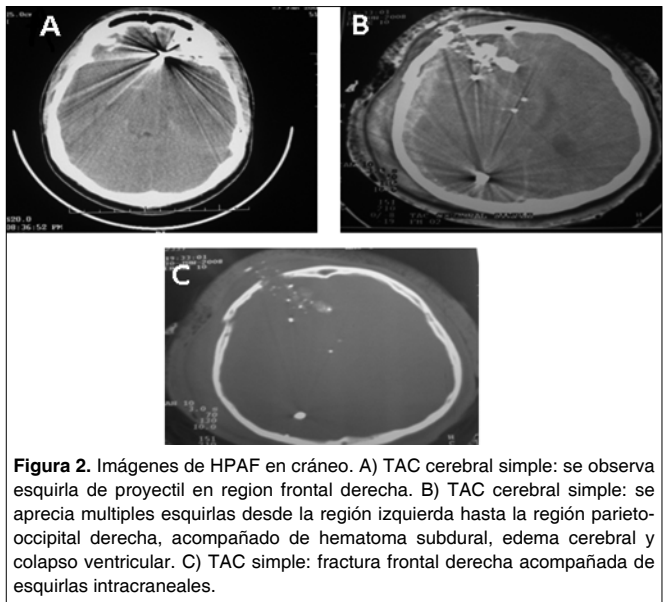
Imágenes de HPAF en cráneo. A) TAC cerebral simple: se observa esquirla de proyectil en region frontal derecha. B) TAC cerebral simple: se aprecia multiples esquirlas desde la región izquierda hasta la región parieto-occipital derecha, acompañado de hematoma subdural, edema cerebral y colapso ventricular. C) TAC simple: fractura frontal derecha acompañada de esquirlas intracraneales.
